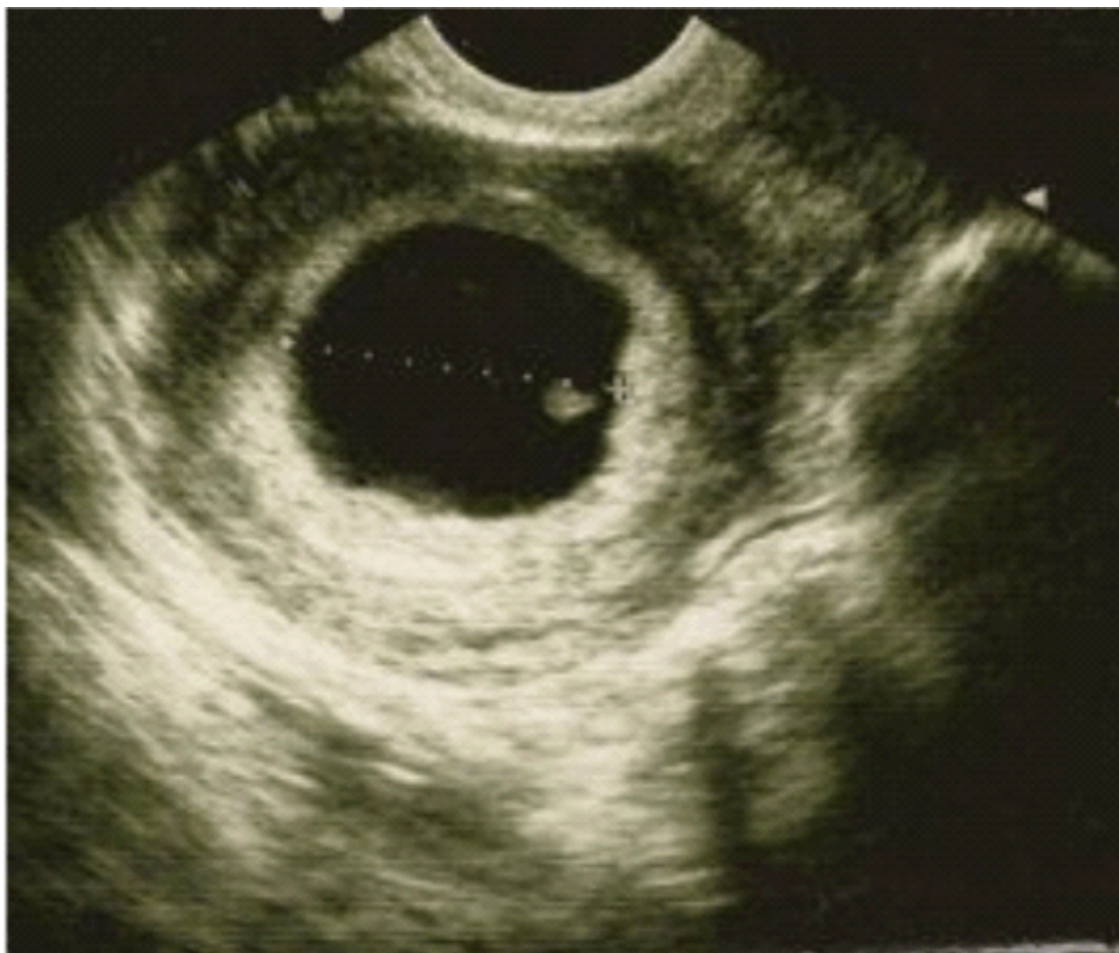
Ultrasonido pélvico. Útero bicorne, con feto vivo en hemiútero derecho y DIU en hemiútero izquierdo.
